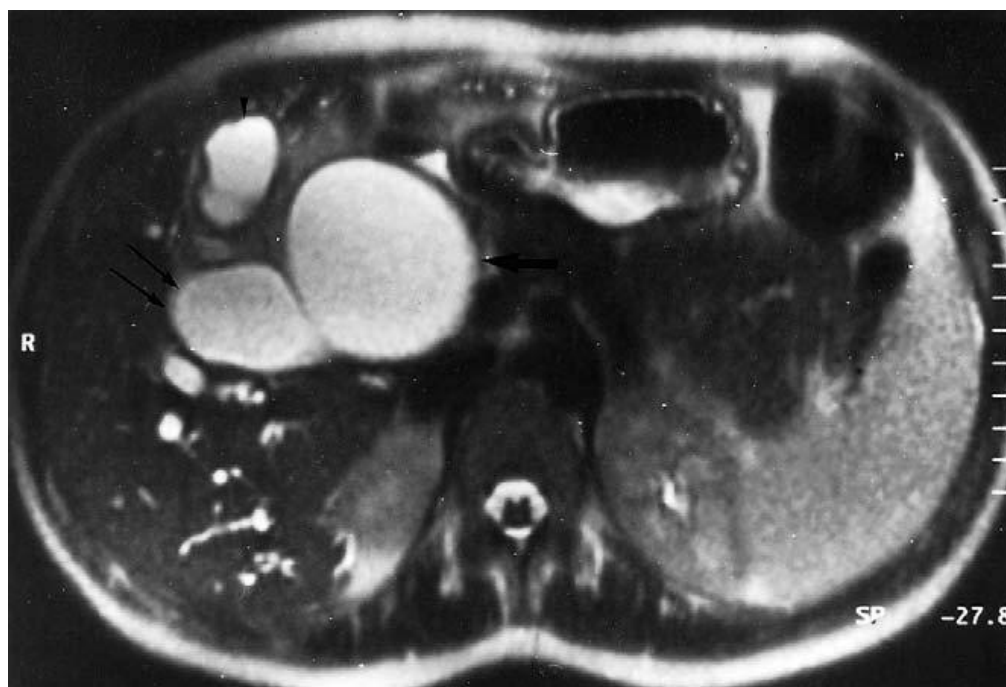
Coupe axiale IRM pondérée T2 montrant une dilatation du canal cystique (double flèche noire) sans dilatation de la vésicule biliaire (tête de flèche) associée à une importante dilatation fusiforme de la voie biliaire principale (flèche noire épaisse).
